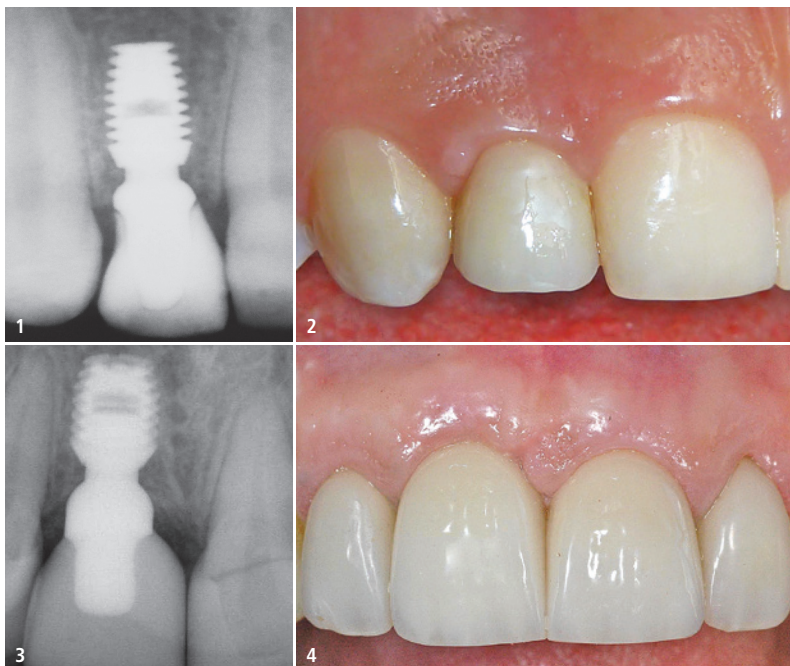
Die langfristige Röntgenkontrolle hilft dabei, die Knochen- und Weichgewebsstabilität des Implantats zu erhalten.
